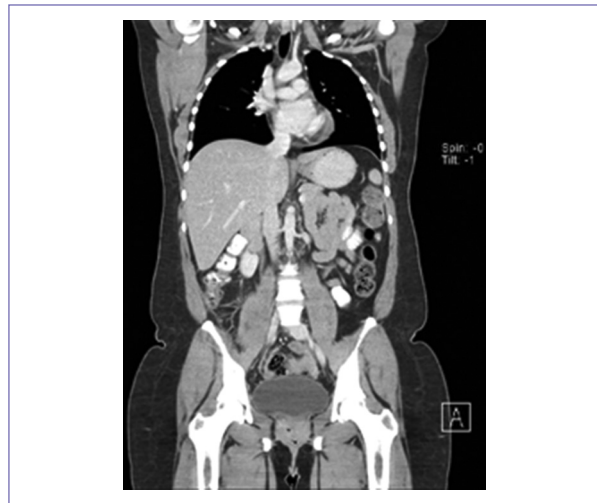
Tomografía de abdomen corte coronal, sin observar residual retroperitoneal. Músculo psoas de características normales.
